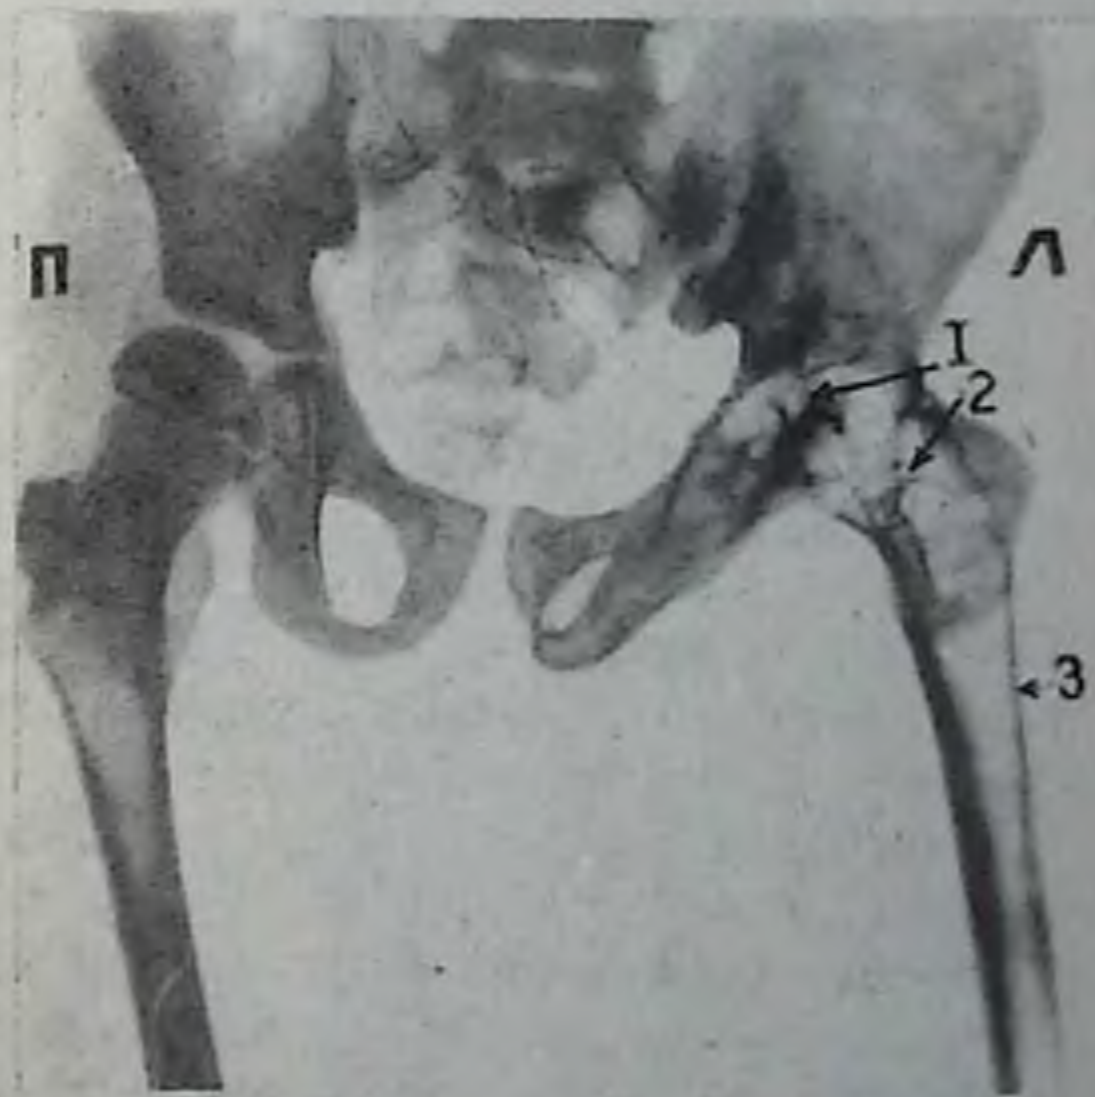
Рентгенограмма тазобедренных суставов. Левосторонний туберкулезный коксит с образованием анкилоза:
